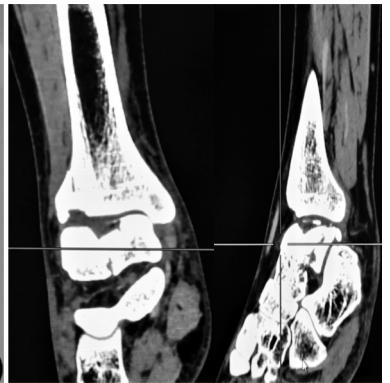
术前X线片示 Sneppen V型距骨体骨折,关节面粉碎
